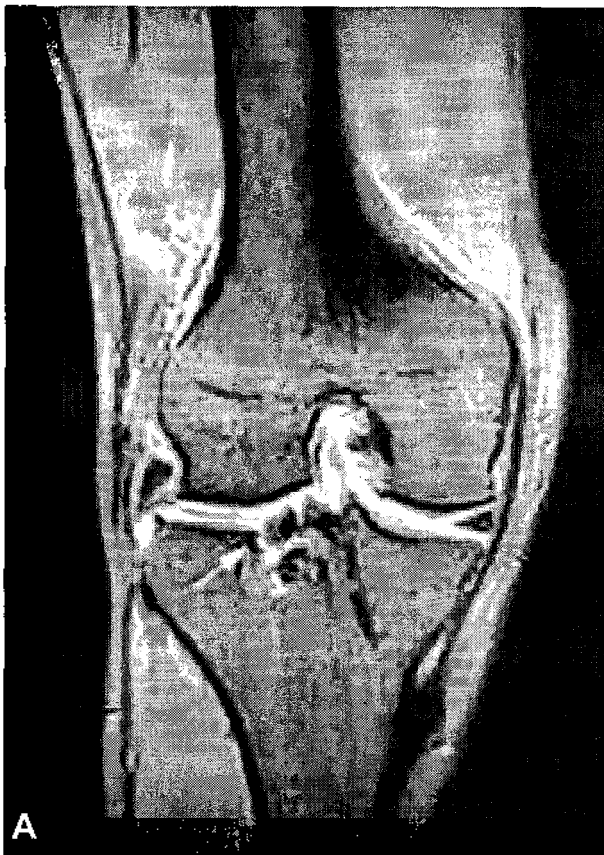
22year old male after lateral meniscus allograft transplantation. (A) Coronal GE MR image(TR600/TE13 FA40) at 13months after meniscal transplantation shows non-anatomic placement of allograft bone-bridge and displacement of the allogenic meniscus to the lateral gutter. (B) Second look arthroscopic examination shows multiple tear in the anterior horn of allogenic meniscus.
